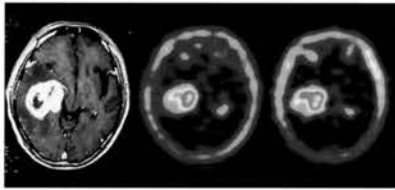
右側頭葉Gliosarcoma。MRIT1強調像で右側頭葉にGdで著明に増強される腫瘍が認められる(左)。^{99m}Tc-MIBI SPECTにて早期像(中)、後期像(右)ともに強集積がありP糖蛋白発現陰性のパターンである。
